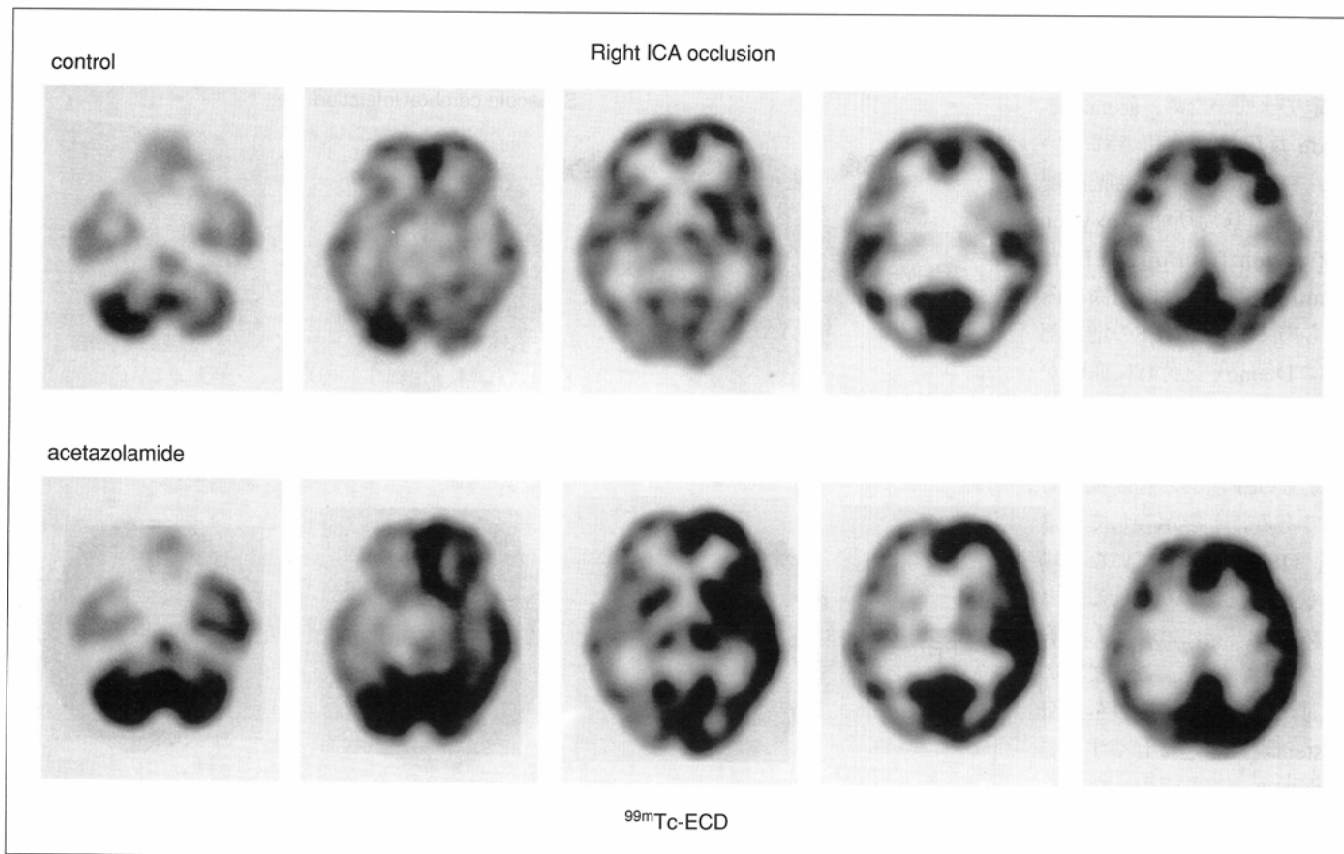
Tc-99m ECD SPECT shows slightly decreased uptake in the right cerebral hemisphere. Crossed cerebellar diaschisis is also observed in the left cerebellum. Acetazolamide test demonstrated severely decreased perfusion reserve in the right cerebral hemisphere.
